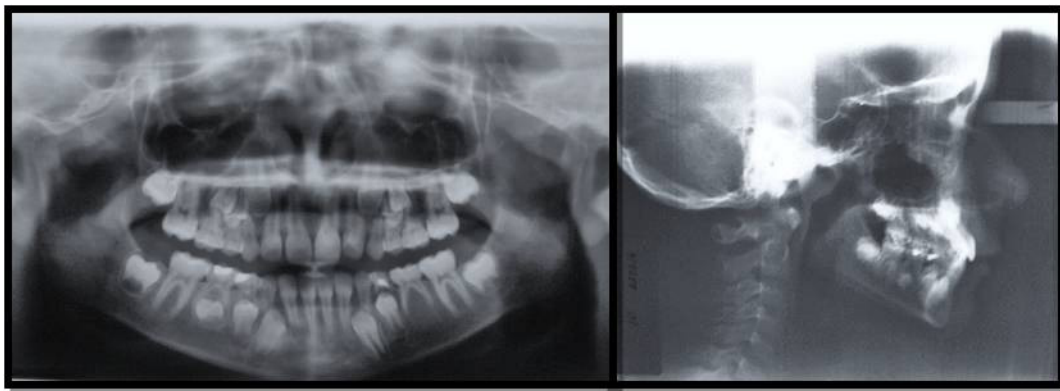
Radiografía panorámica y cefálica lateral final.
